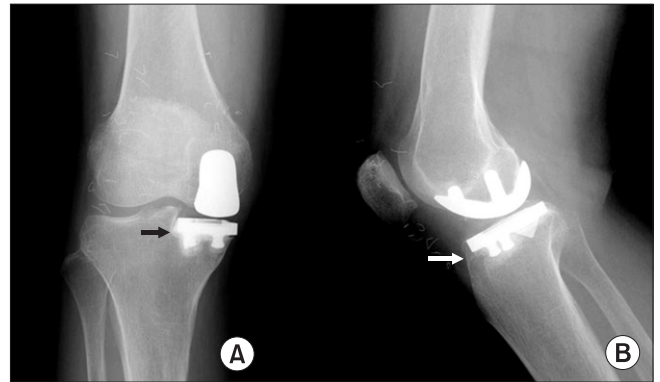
(A) Immediate postoperative radiograph of a 68-year-old woman does not show the partial radiolucent line around the prosthesis. (B) At her 5-year follow-up radiograph shows the partial radiolucent line around the tibial prosthesis (arrows).
